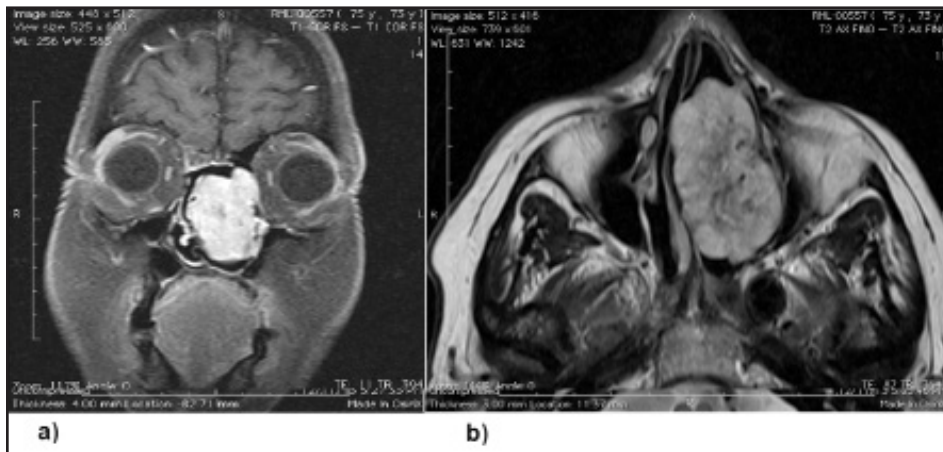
Resonancia nuclear magnética con gadolinio de cavidades paranasales. a) Secuencia T1 coronal. Se aprecia realce intenso y heterogéneo del contraste. b) Secuencia T2 axial. Se aprecia captación del contraste y mayor característica heterogénea del tumor.
